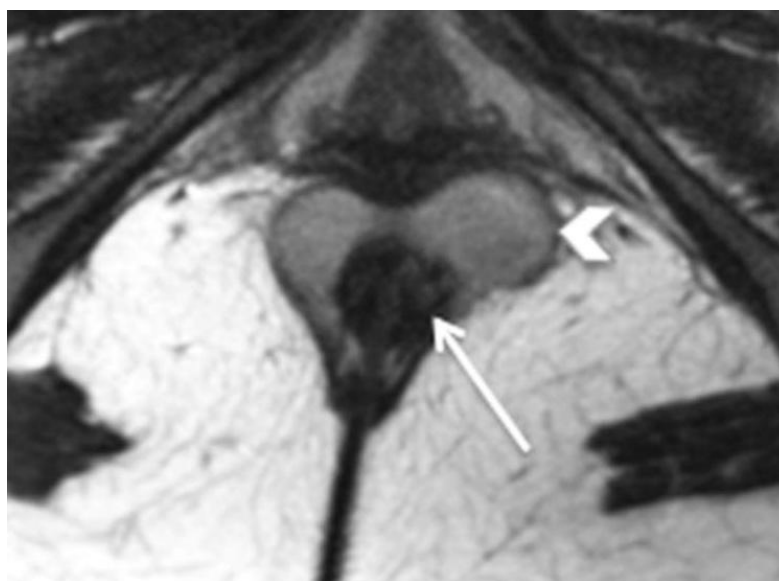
IRM en séquence T2 montrant une fistule intersphinctérienne (flèche) avec une collection associée (tête de flèche) [1]
